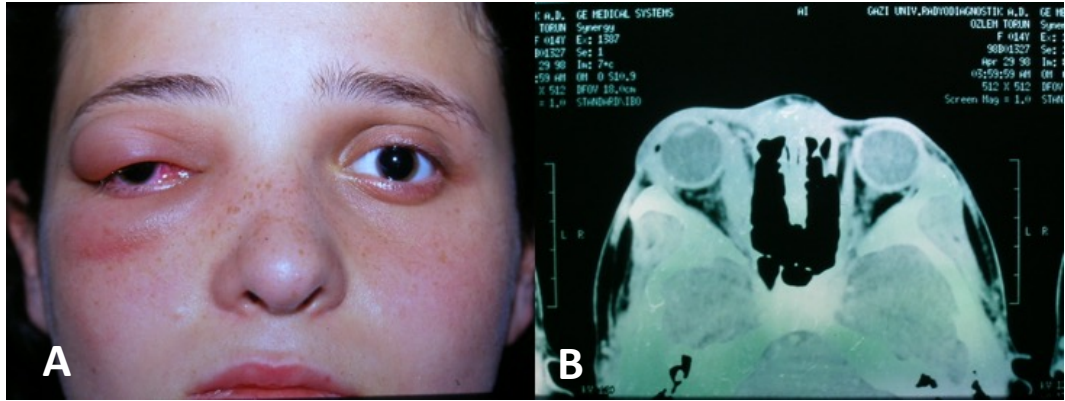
Kliniğimizden dakriyoadenit olgusu. A: Sağ göz kapak şişliği, S-deformitesi. B: Lakrimal bez lojunda kitle, inflamasyon. C: BT, Aksiyel kesitte sağ göz lakrimal bezde genişleme. D: BT, Koronal kesitte lakrimal bezde genişleme
